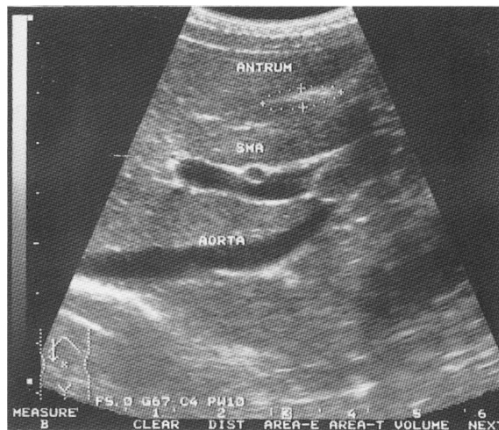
Ultrasonographic imaging of gastric antrum along the abdominal aorta at the level of the superior mesenteric artery.
